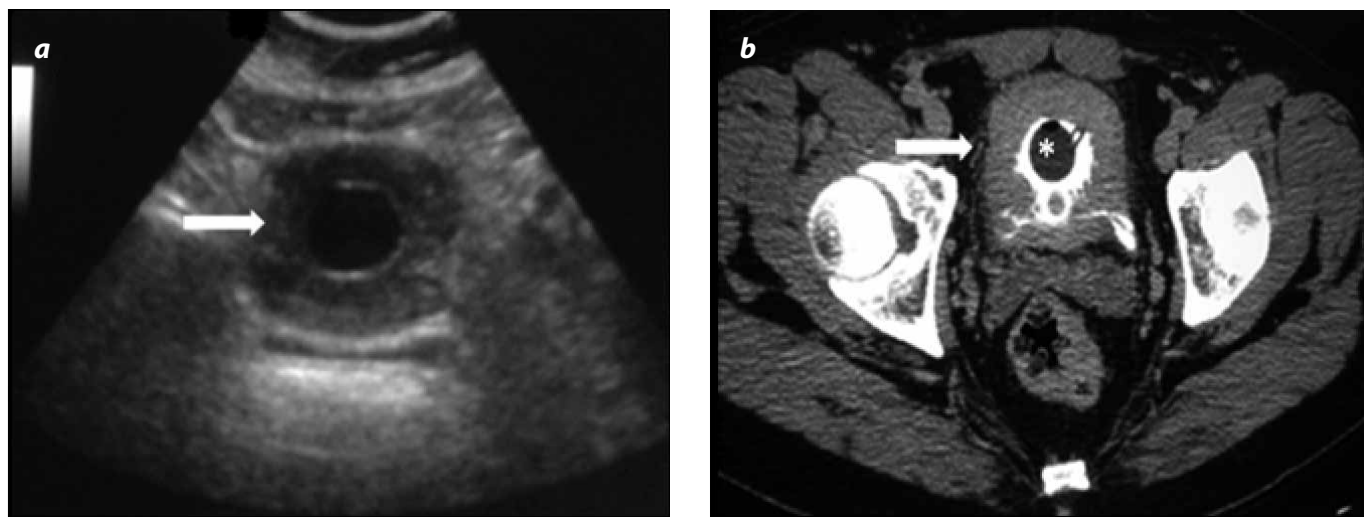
Ecografía abdominal (a) y TC contrastada abdominal en fase tardía (b) de un hombre de 65 años de edad. Engrosamiento concéntrico regular de la mucosa vesical (flecha) con volumen de repleción vesical muy disminuido. Presencia de sonda vesical (asterisco). Tuberculosis vesical sin daño renal.
